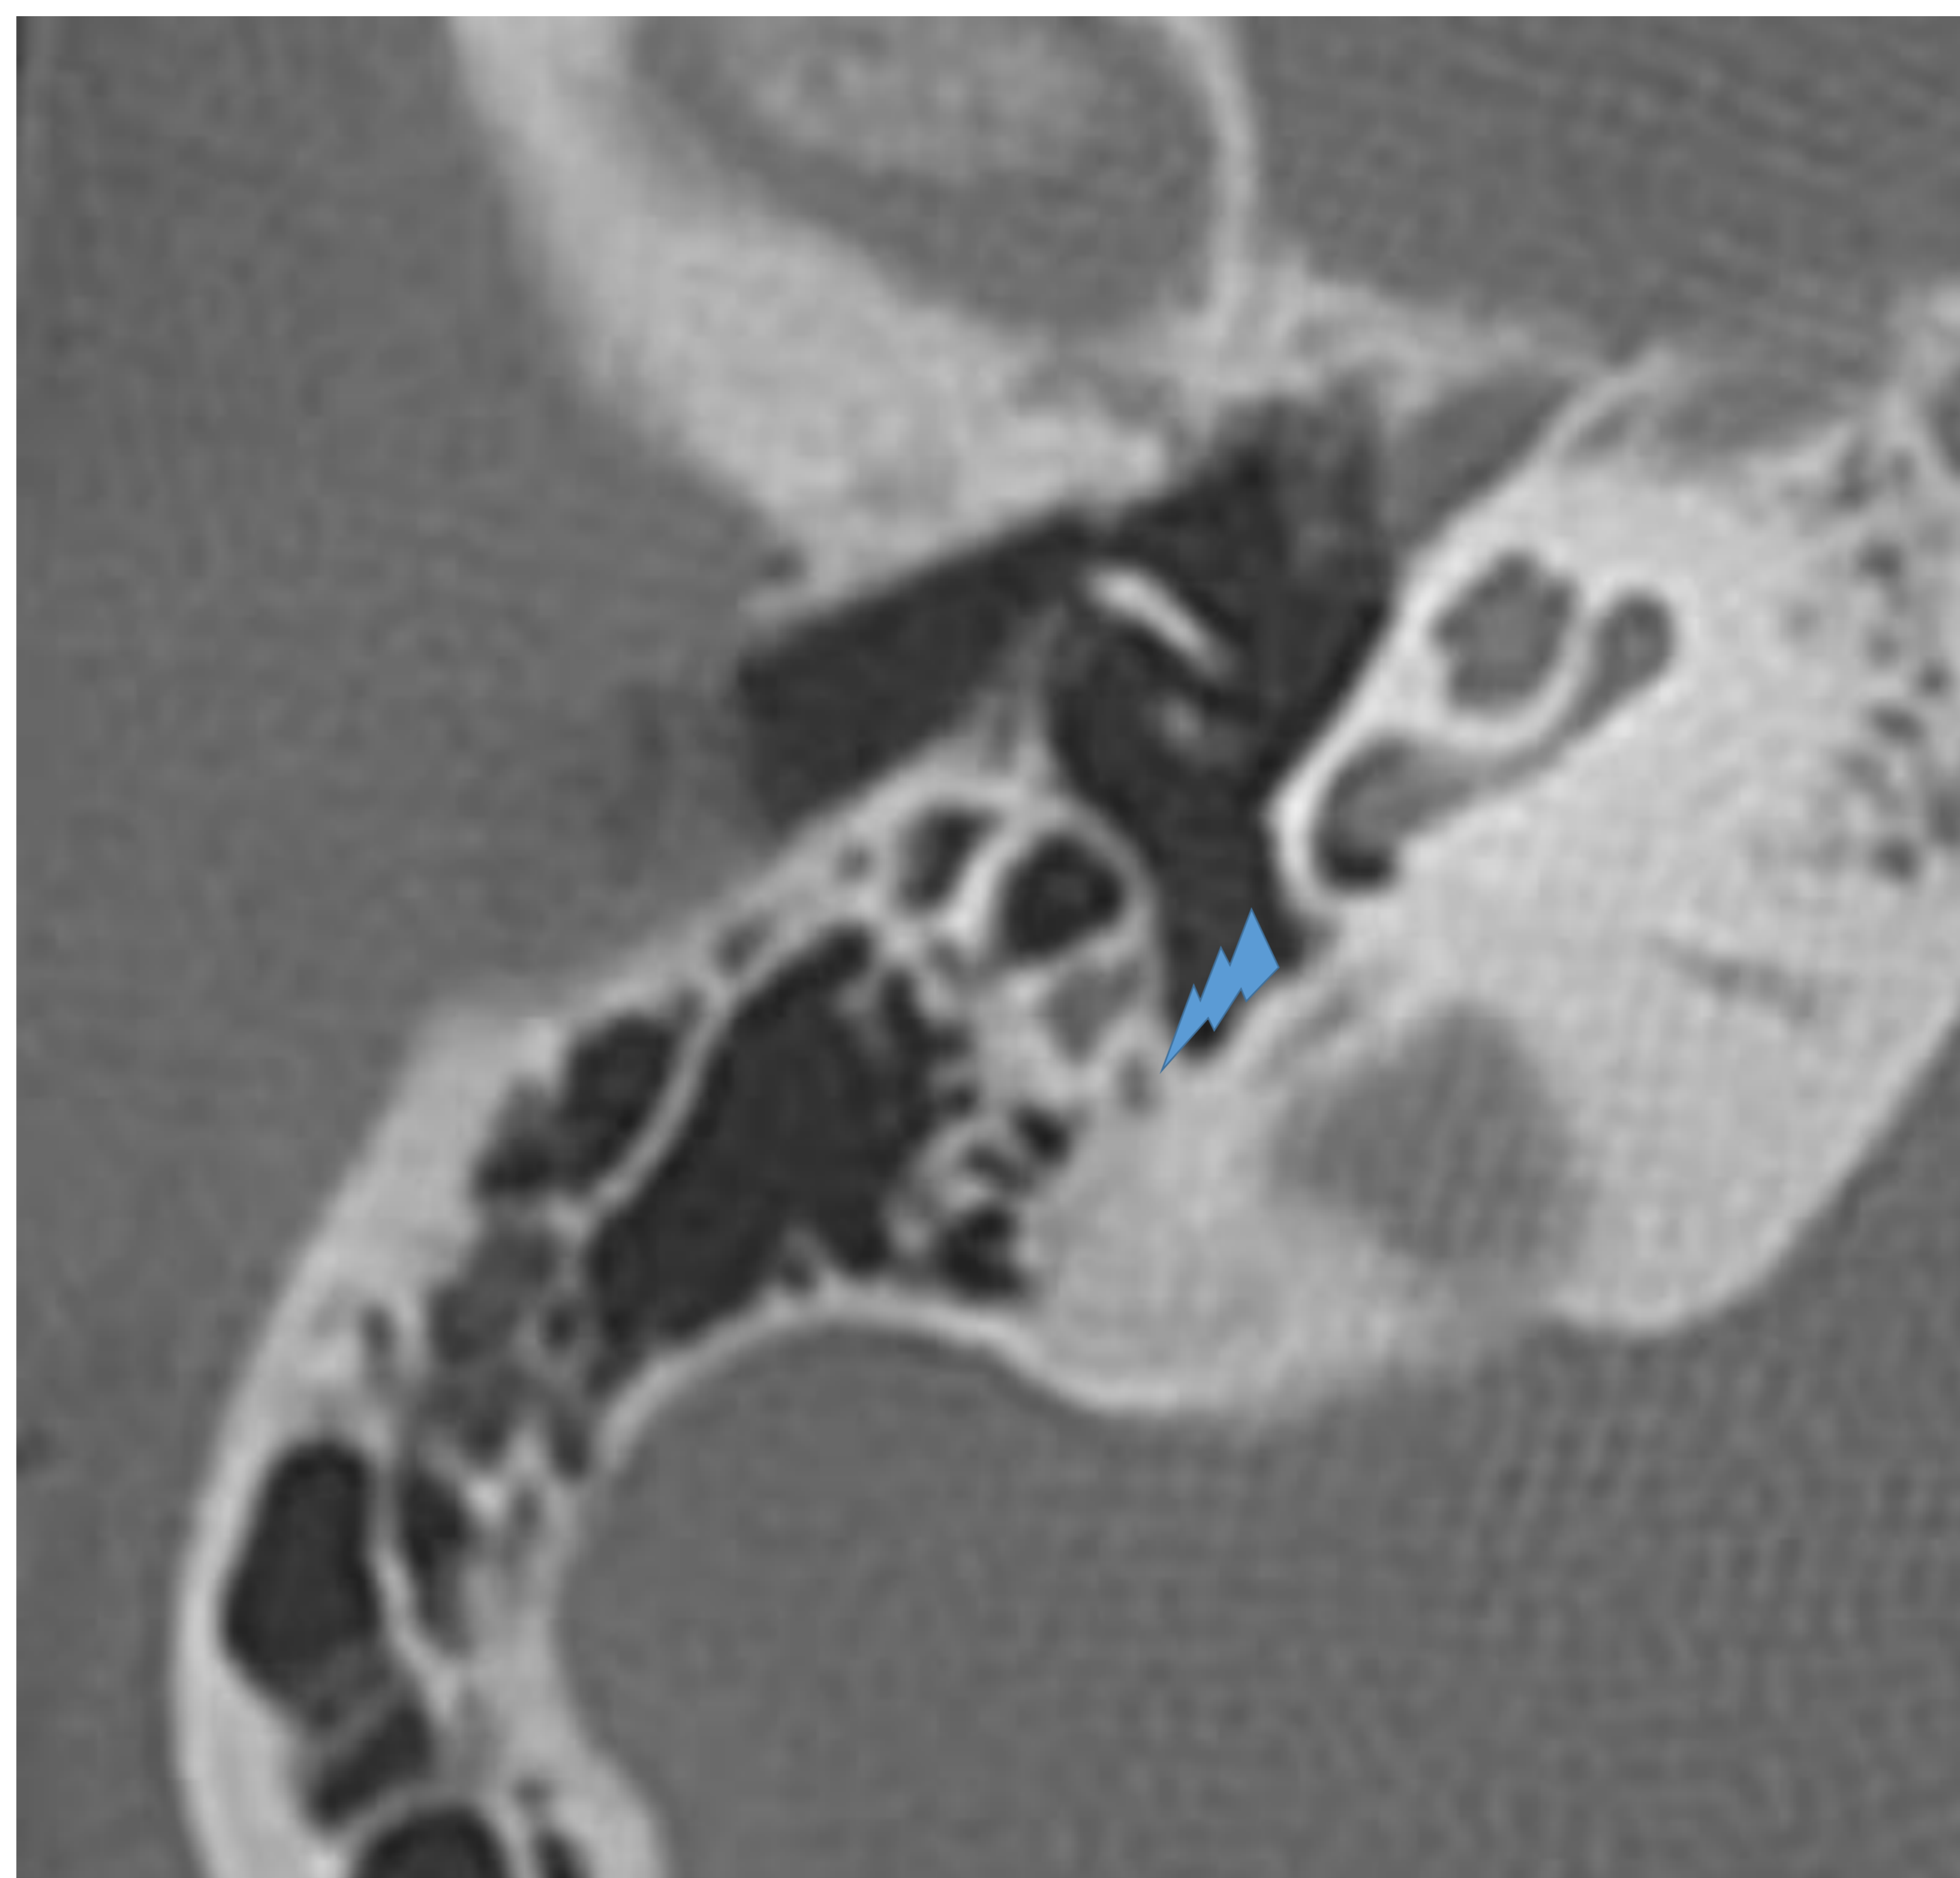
Corte axial TC: nervio cuerda del tímpano.
